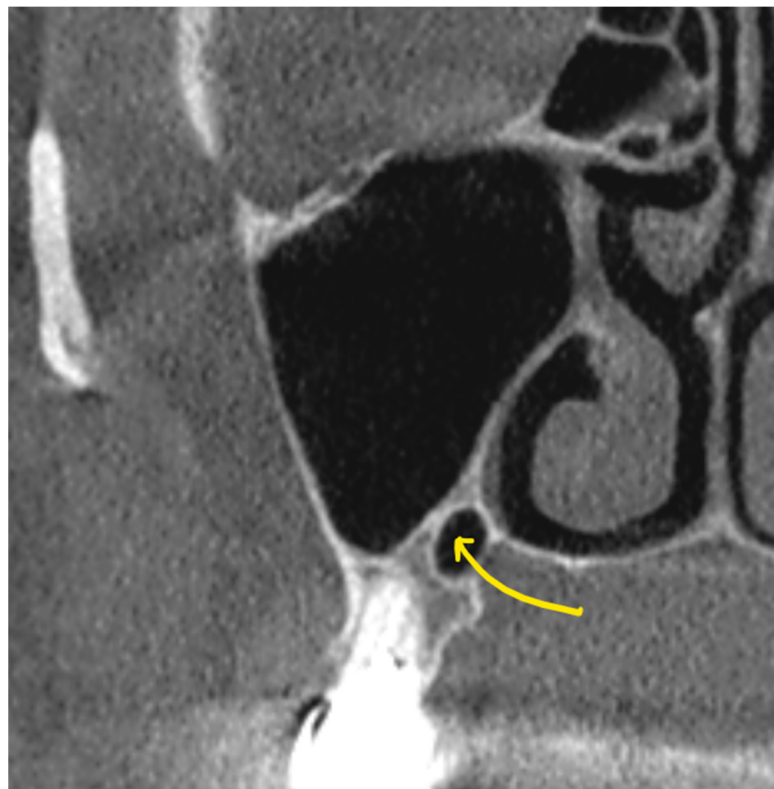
Secțiuni coronale CBCT. Recesuri palatinale/nazale ale planșeului antral de tip deschis (vârfuri de săgeți) și închis (săgeata).
